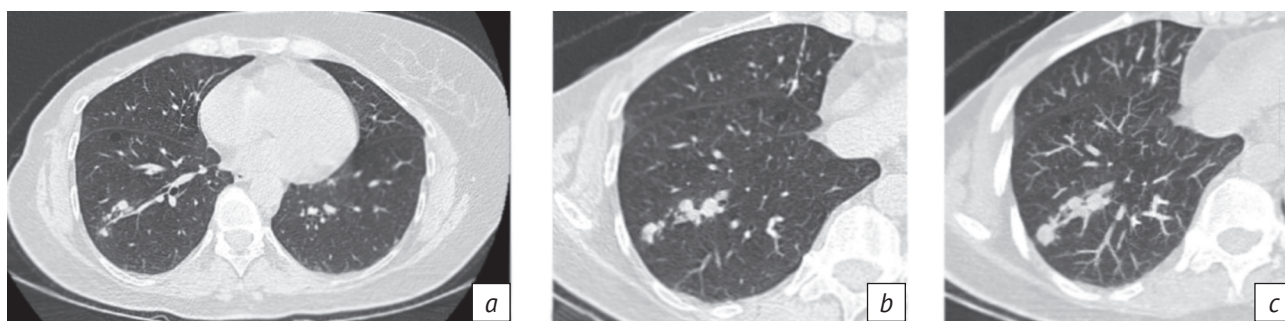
Компьютерные томограммы без внутривенного контрастного усиления, легочное окно (а – толщина среза 1 мм, b – толщина среза 8 мм, c – проекция максимальной интенсивности). В сегменте S9 правого легкого определяются множественные перибронховаскулярные полиморфные очаги с четкими контурами, склонные к слиянию, размерами от 2 до 12 мм
